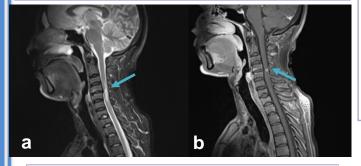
IRM médullaire coupe sagittale séquences T2 (a) et T1 injectée (b) : Hernie discale en regard de C4/C5 avec hypersignal médullaire étendu longitudinalement sur 2 corps vertébraux avec prise de contraste (PC) linéaire transversale en regard de la hernie (pancake sign)
